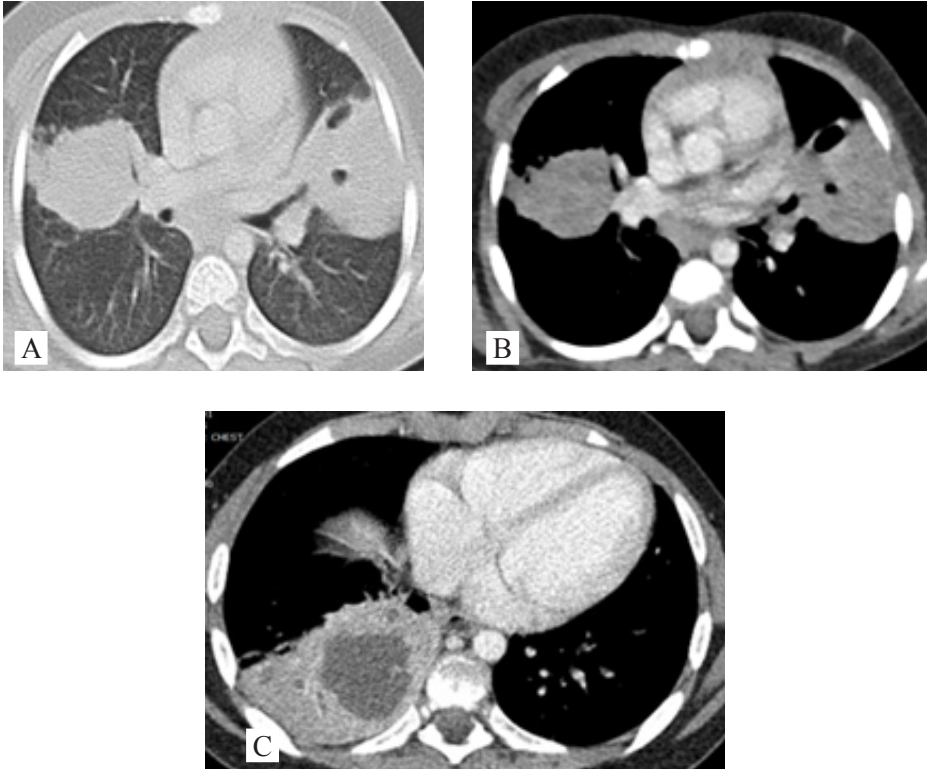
Anjiyoinvaziv aspergilloziste. Kemoterapi alan ve santral venöz kateteri bulunan hastanın kontrastlı aksiyel BT kesitinde (A) sağ akciğer üst lobta 'halo işareti' (santral nodül çevresinde buzlu cam dansitesi) içeren nodüller ve (B) sol akciğer lingüler segmentinde kavitasyon izlenir.
